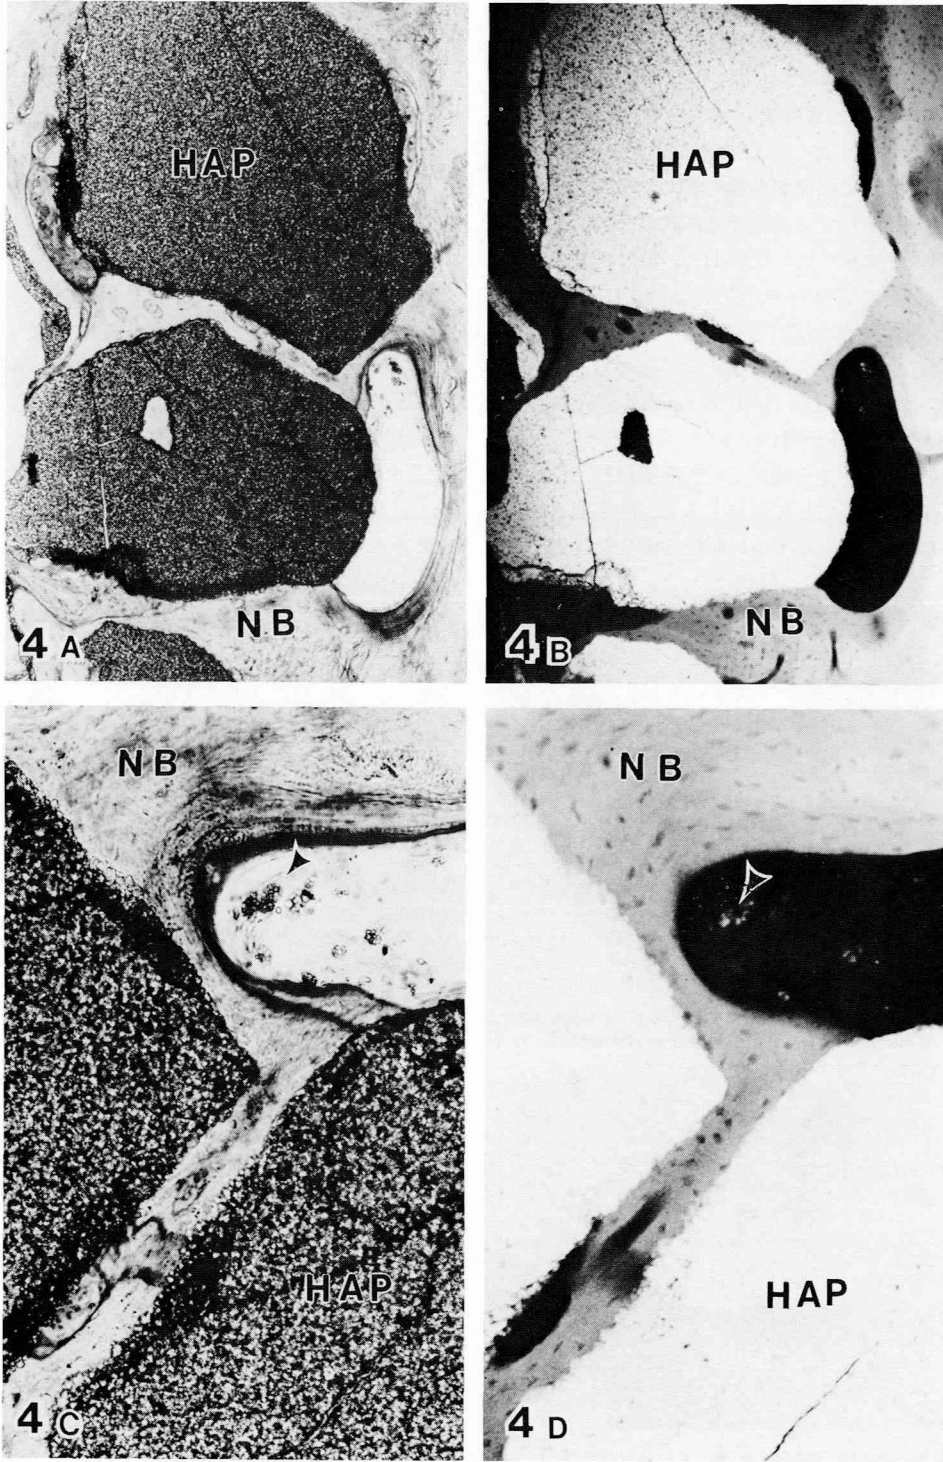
顆粒状 HAP ceramics 填塞部 3 ヶ月経過した未脱灰研磨標本：トルイジンブルー染色の光顕像 (A, C) と Microradiograph (B, D). 新生骨 (NB) 胞食細胞 (矢印)
